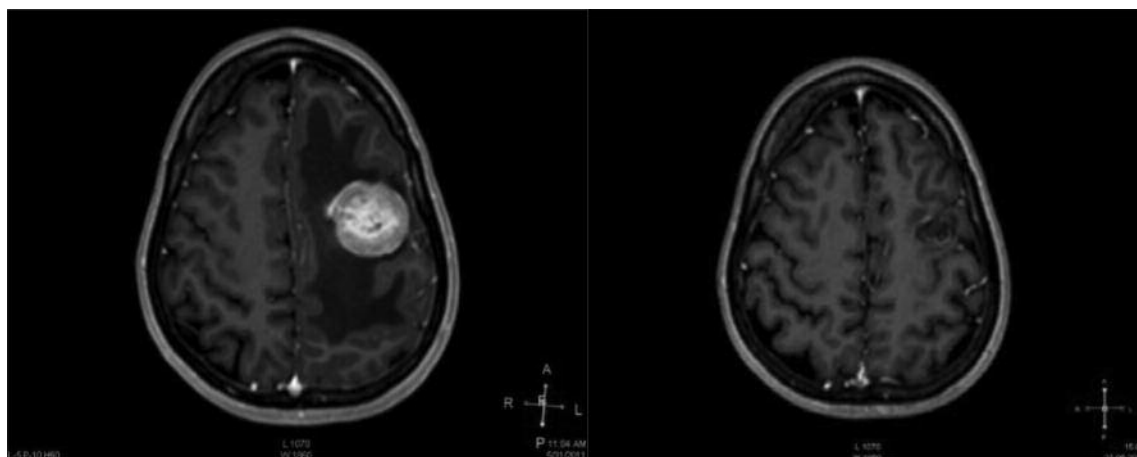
Результати лікування метастазу раку грудної залози в ліву тім'яну ділянку. МРТ до лікування (а). МРТ через 15 місяців після лікування. (б) Повний регрес
